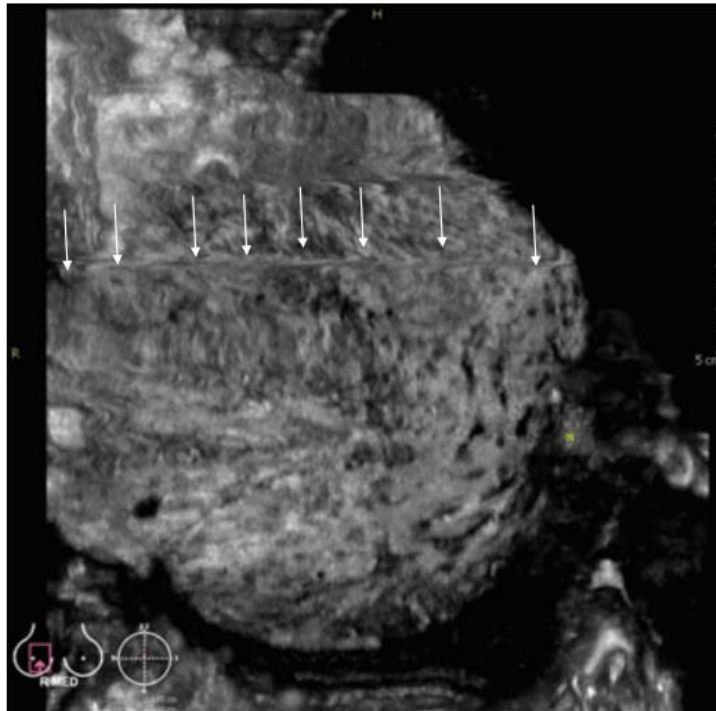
Prikaz artefakta zbog neadekvatne primjene ultrazvučnog gela i/ili kompresije. Preuzeto s: Boca (Bene) I, Ciurea AI, Ciortea CA, Dudea SM. Pros and Cons for Automated Breast Ultrasound (ABUS): A Narrative Review. J Pers Med. 23. srpanj 2021.;11(8):703.
